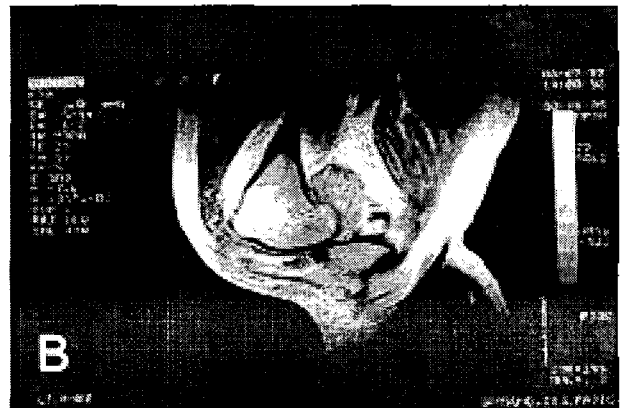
Coronal view of MRI.
